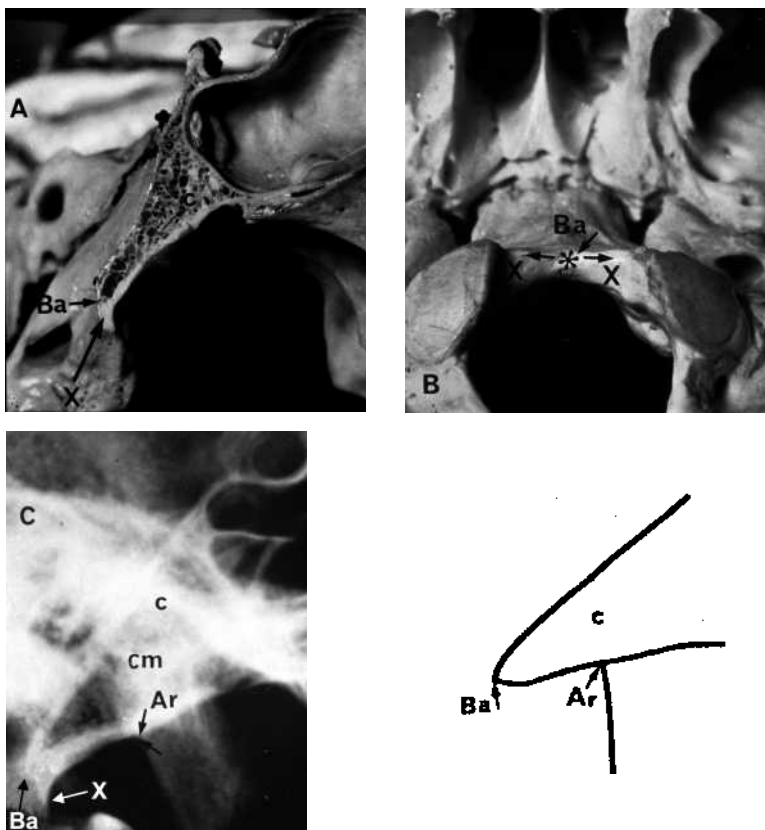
Basion (Ba) und Artikulare (Ar) mit angrenzenden Strukturen (c Clivus, de Dens axis, de Condylus, cm Collum mandibulae) am Schädel von lateral und kaudal sowie im Fernröntgenbild. Cave: Die Struktur X stellt nicht das Basion dar!
